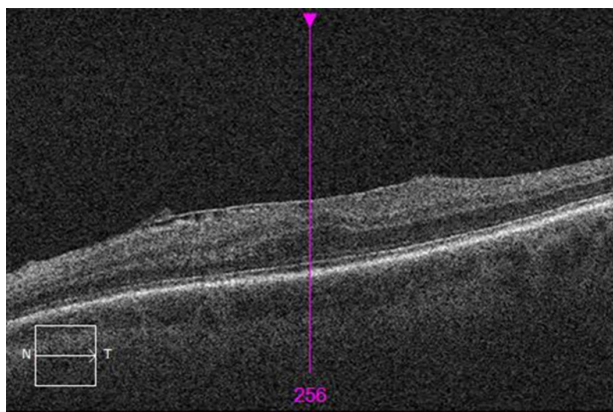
Оптическая когерентная томограмма сетчатки пациента 1-й группы (эпиретинальная мембрана)
